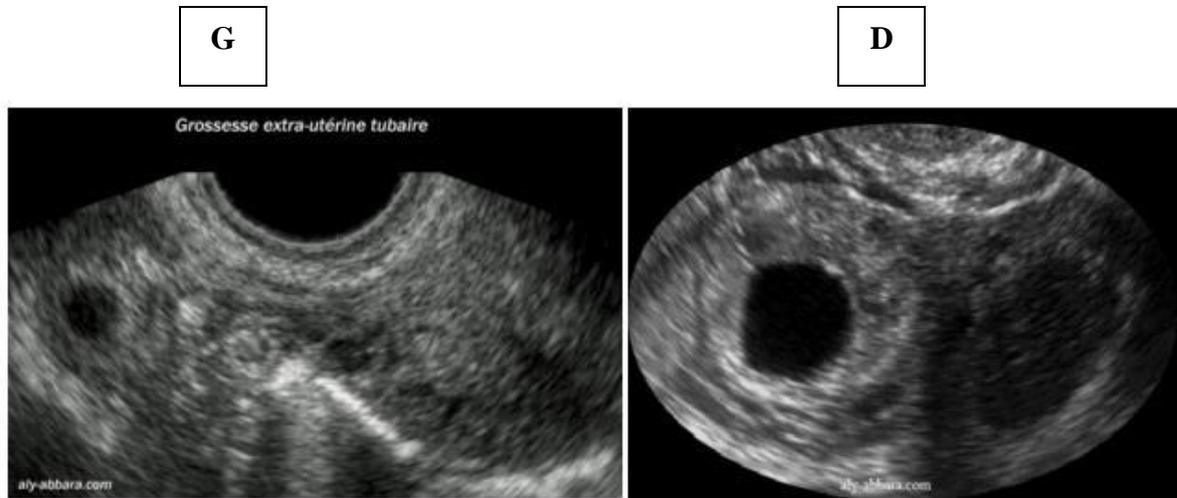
Image échographique d'une grossesse tubaire (G) et d'un oeuf clair extra utérin (D).
